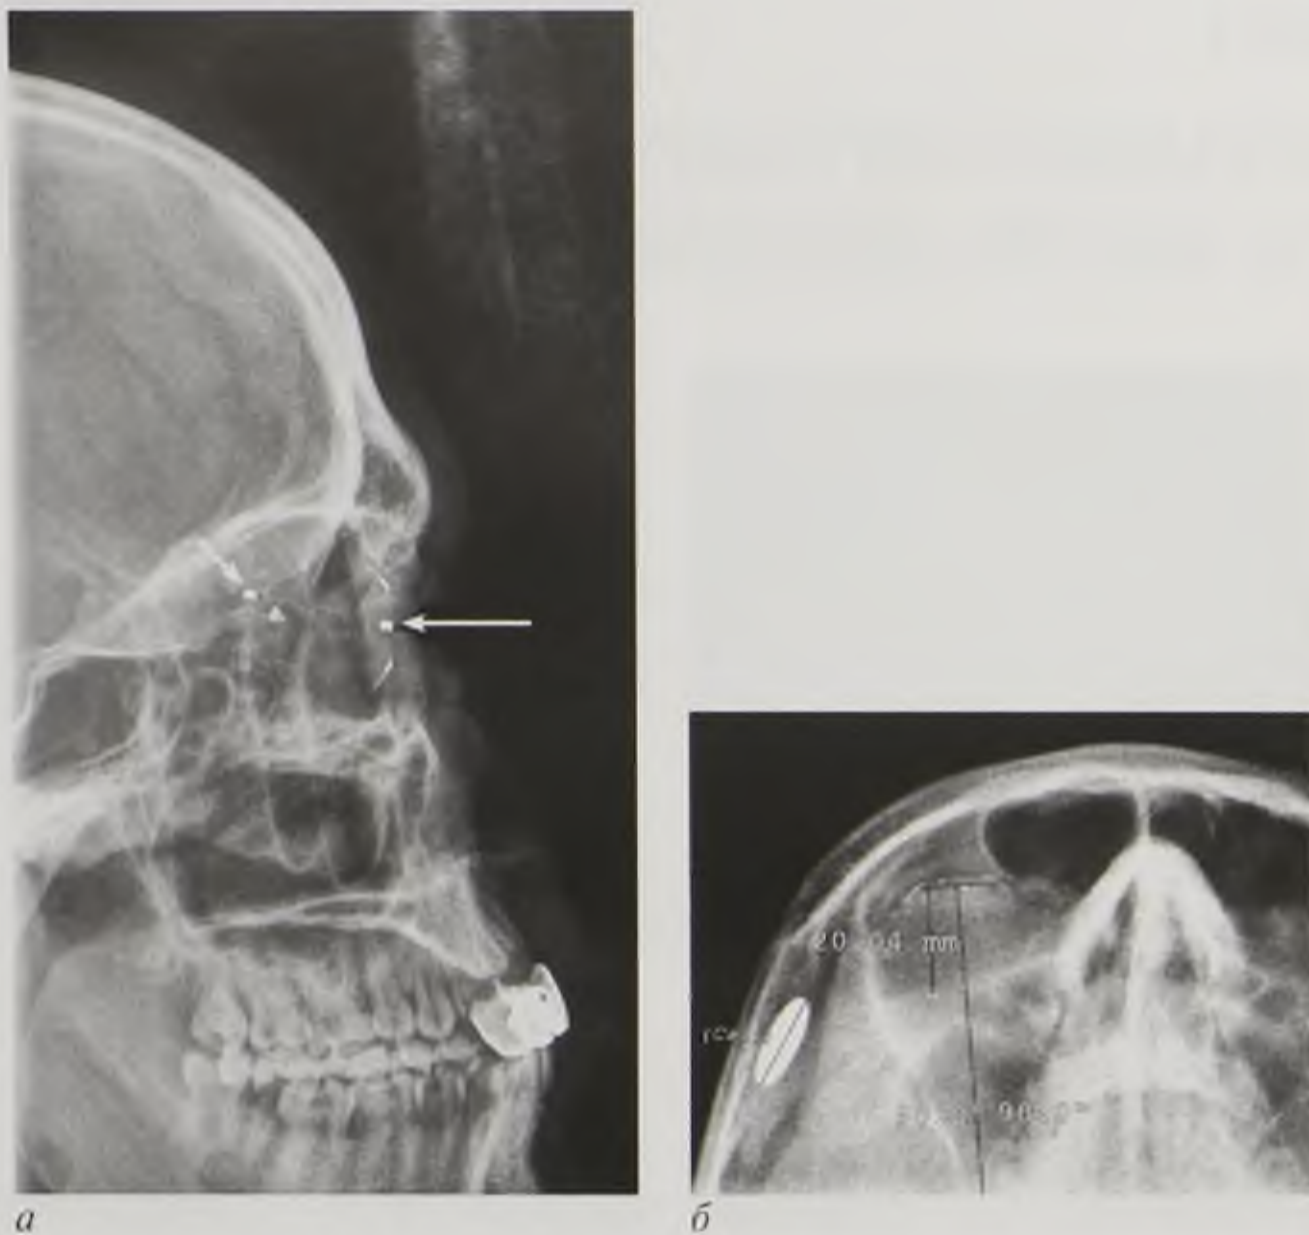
Рентгенограммы глазного яблока с протезом Комберга–Балтина (длинная стрелка) в боковой (*a*), аксиальной (*б*) проекциях. Инородное тело глазницы (короткая стрелка)
